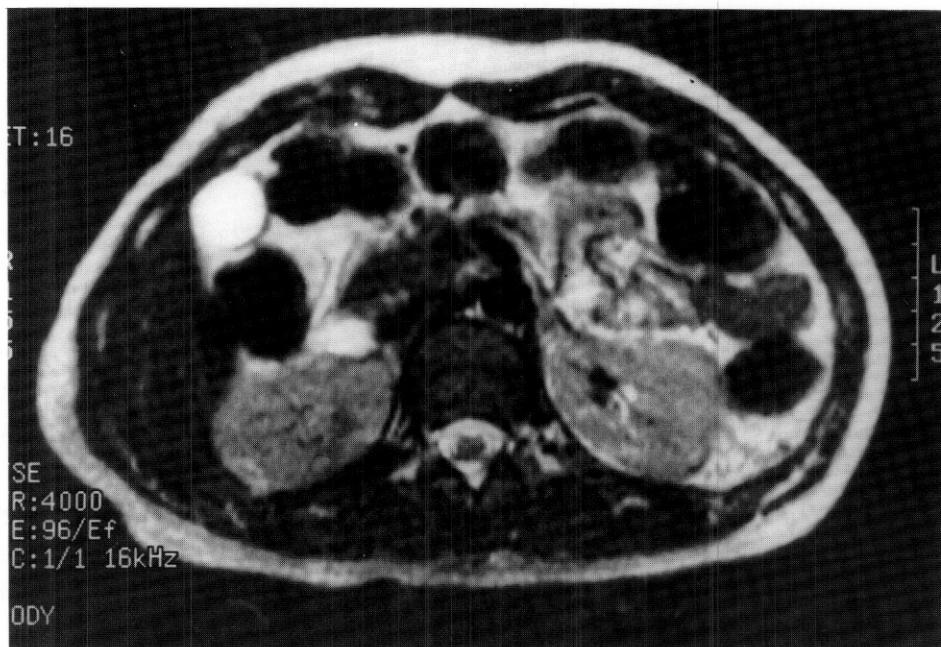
Abdominal MRI of second patient (F/17) shows $3 \times 3 \times 3$ cm sized mass which has high signal intensity in T2 weighted image.
